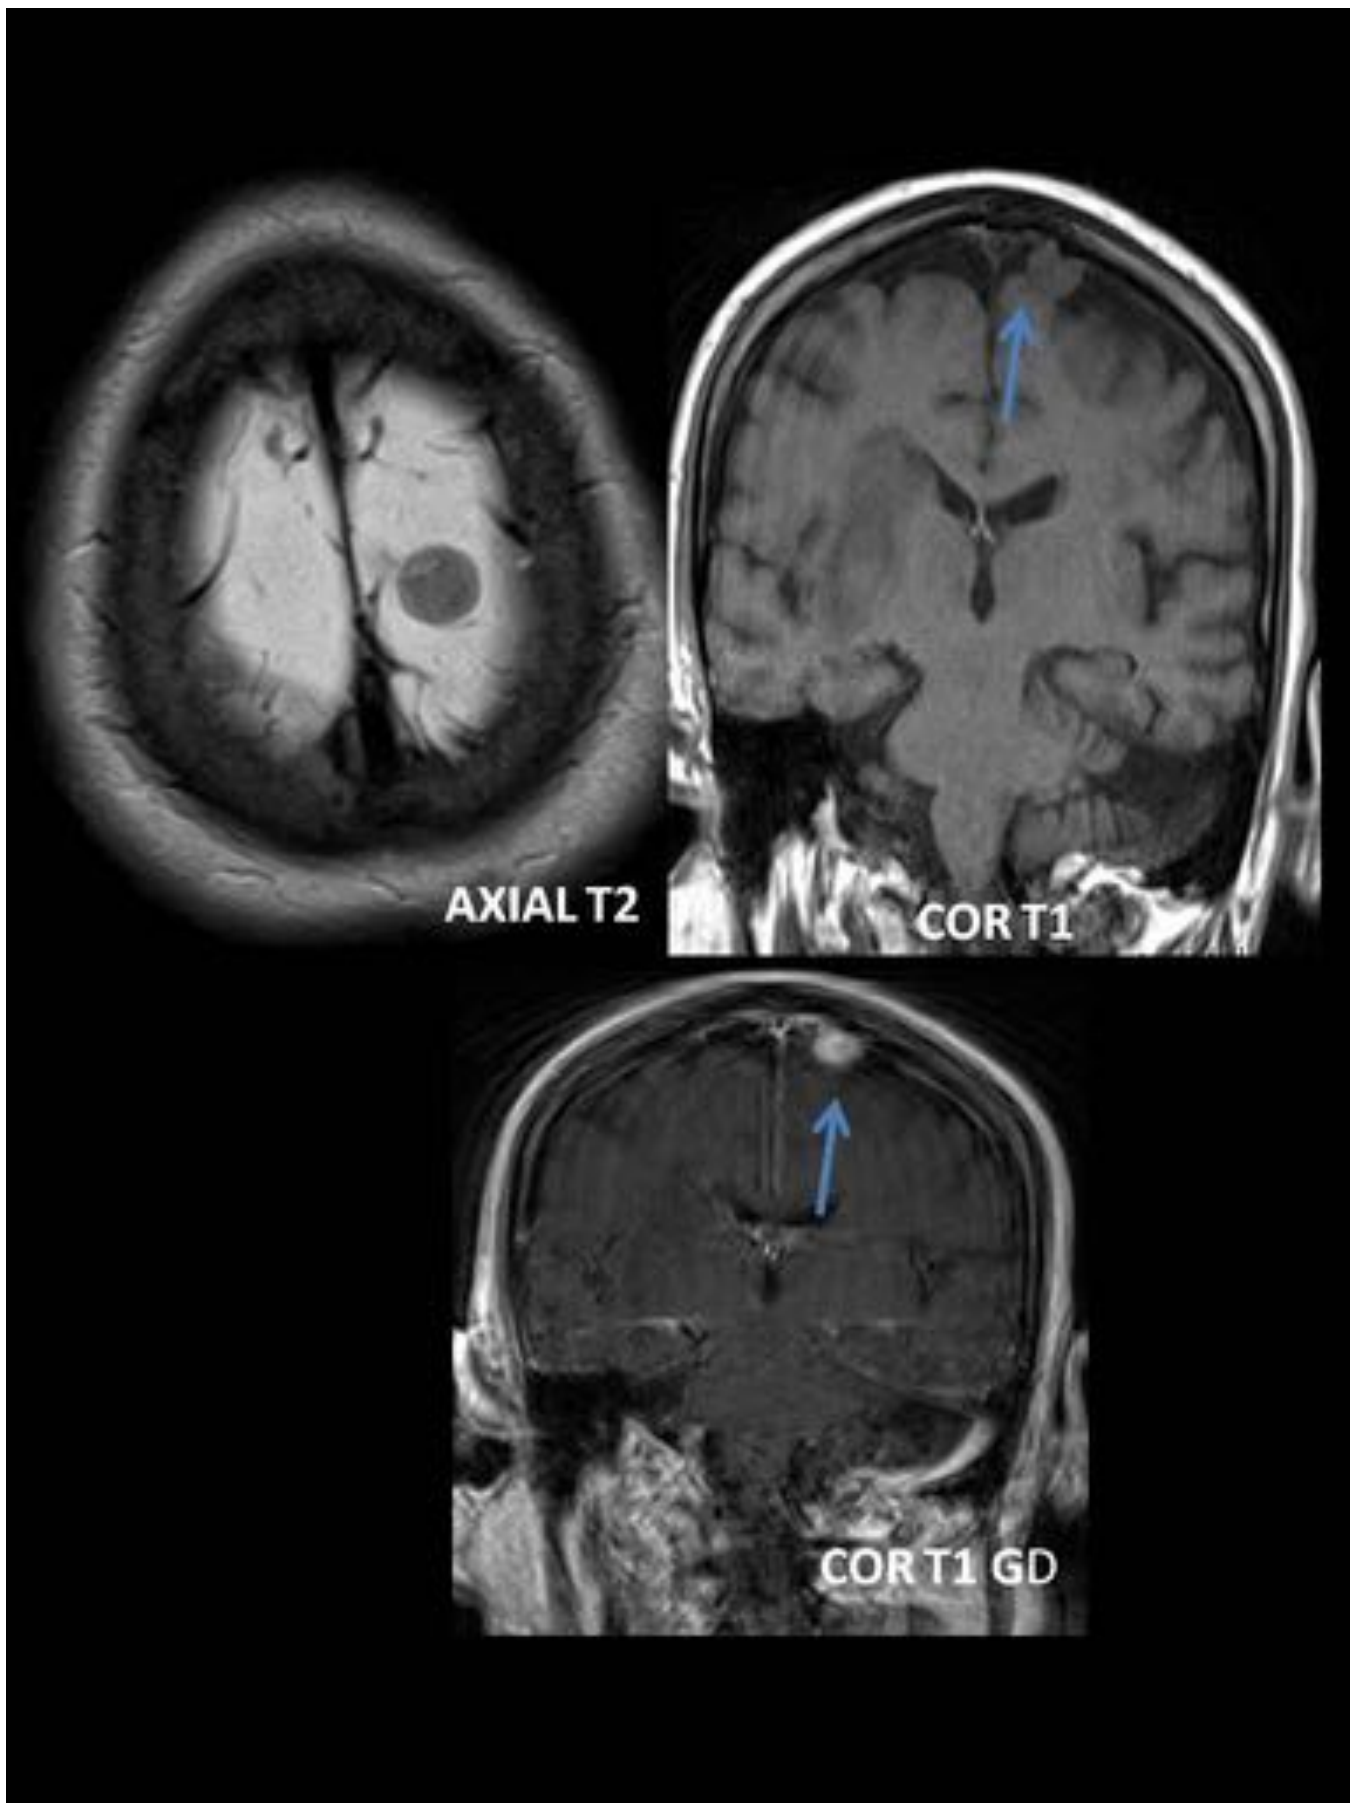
Se realiza RMN cerebral: Se identifica lesión nodular de morfología redondeada, de diámetro máximo entorno a 12 mm, de situación extraaxial, en convexidad, de disposición parasagital izquierda, de intensidad de señal homogénea, similar al parénquima cerebral adyacente, que realza ávida y homogéneamente tras la administración de gadolinio, correspondiente a meningioma.(Flechas).
